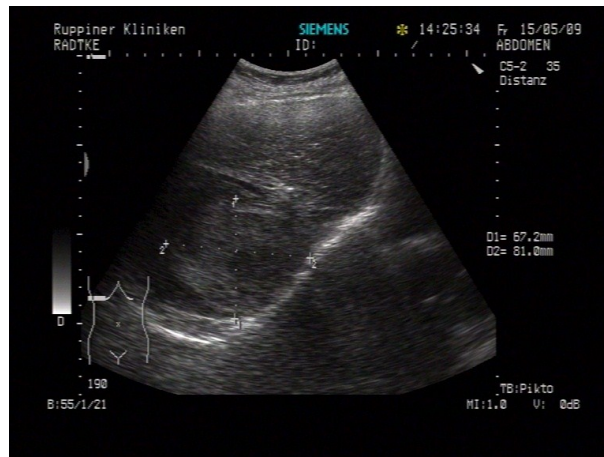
B- Bild sonographische Darstellung eines hepatozellulären Karzinoms
